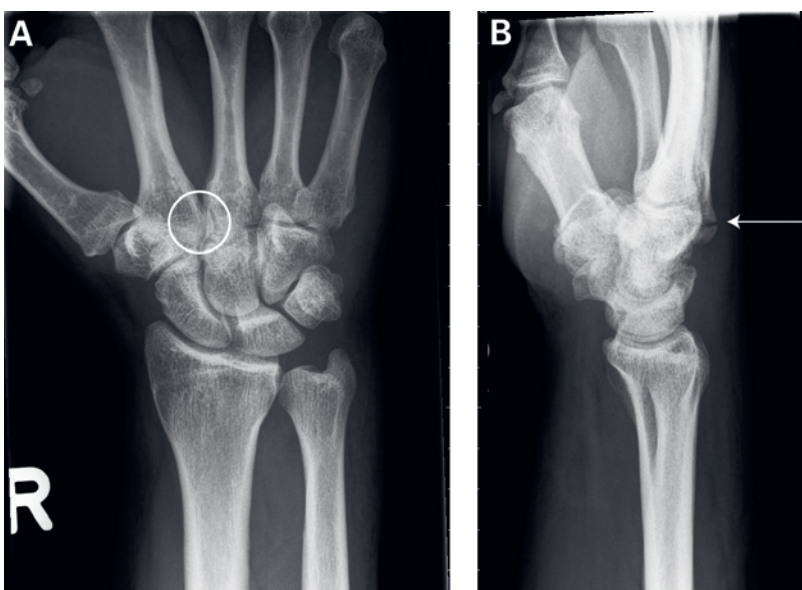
Handgelenk rechts ap und seitlich. A) Ap-Aufnahme: Unruhige Basis des Metatarsale III (s. Kreis), B) im Seitenbild Fragment mit Dehiszenz an der Basis Metatarsale III (s. Pfeil). Bei unklarer Situation: Verzicht auf Röntgen mit schräger Hand, sondern direkt ad CT.
